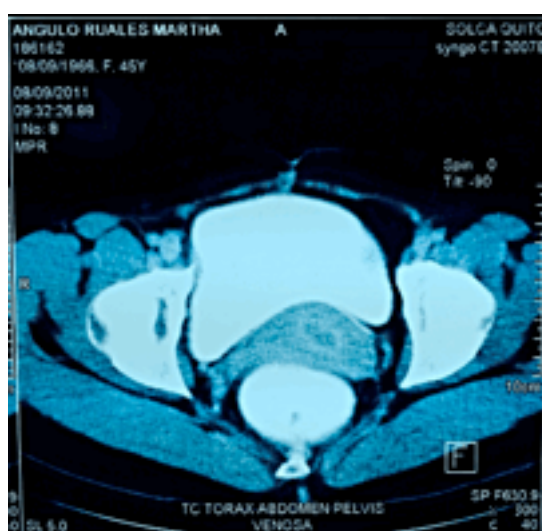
1y 2 RMN TAC ABDOMINO /PELVICA Septiembre 2011 - Sin evidencia de actividad tumoral.
